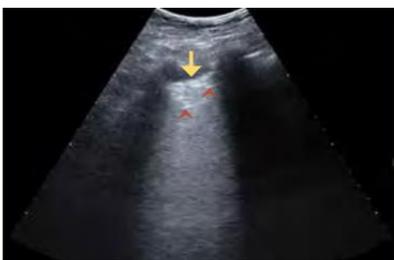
Ultrasonido en escala de grises del tórax, donde se observa la línea pleural (flecha amarilla) y áreas hiperecoicas irregulares (puntas de flecha) que corresponden al broncograma aéreo en un área pulmonar de consolidación.
